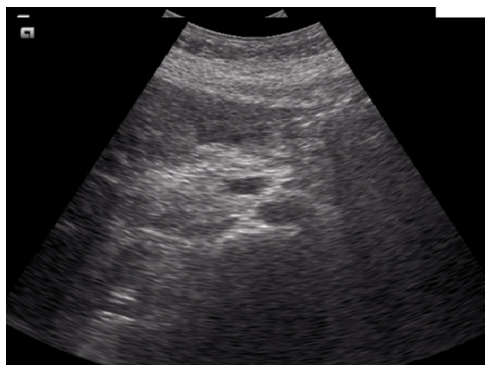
Ecografía abdominal: 2 colecciones compatibles con seromas.
